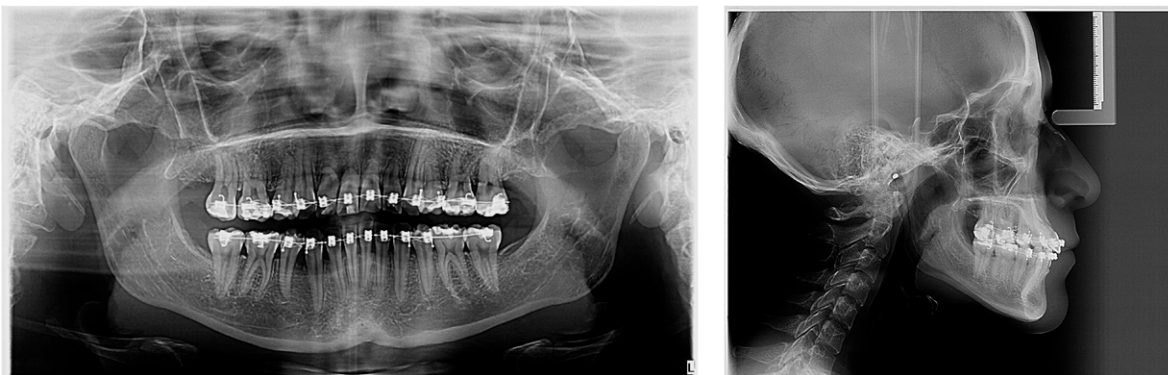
Estudios finales de imagen, de izquierda a derecha, ortopantomografía y lateral de cráneo.
